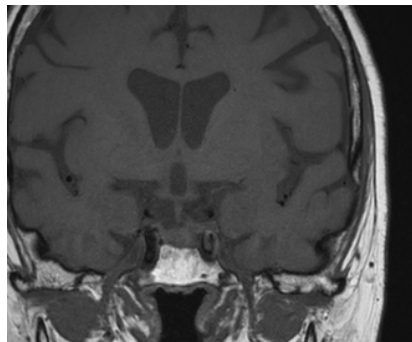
IRM Coupe coronale T1 à 1 mois: diminution en taille de la masse intra-sellaire.
